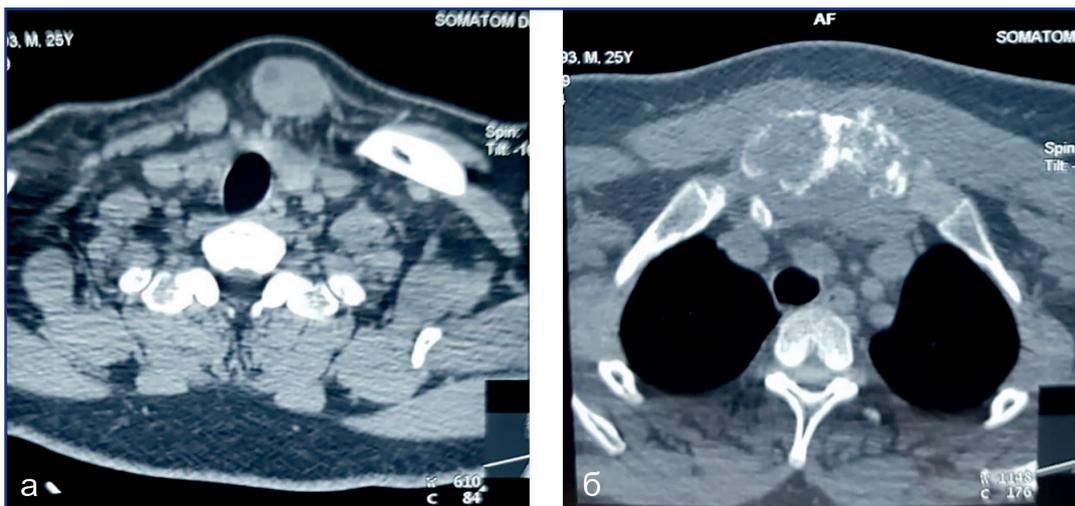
Пациент А., 26 лет, КТ-картина опухоли рукоятки грудины с деструкцией и мягкотканым компонентом: а – мягкотканый компонент, б -рукоятка грудины с деструкцией
